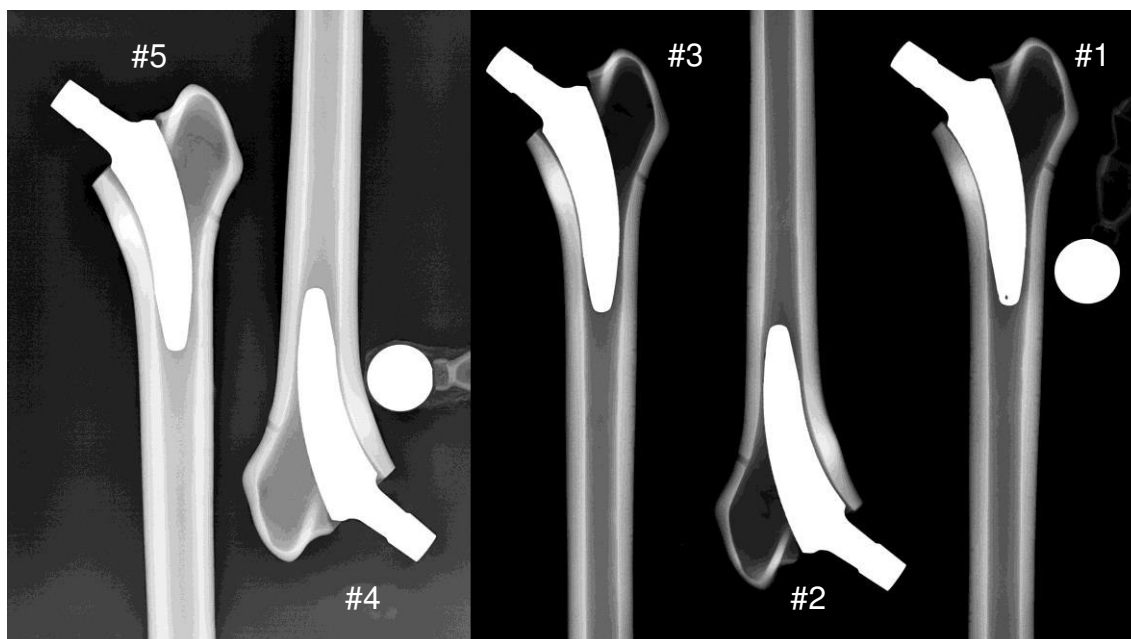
Röntgenbild des MiniHip-Kurzschafsystems in AP-Ansicht bei neutraler Schaftstellung.
